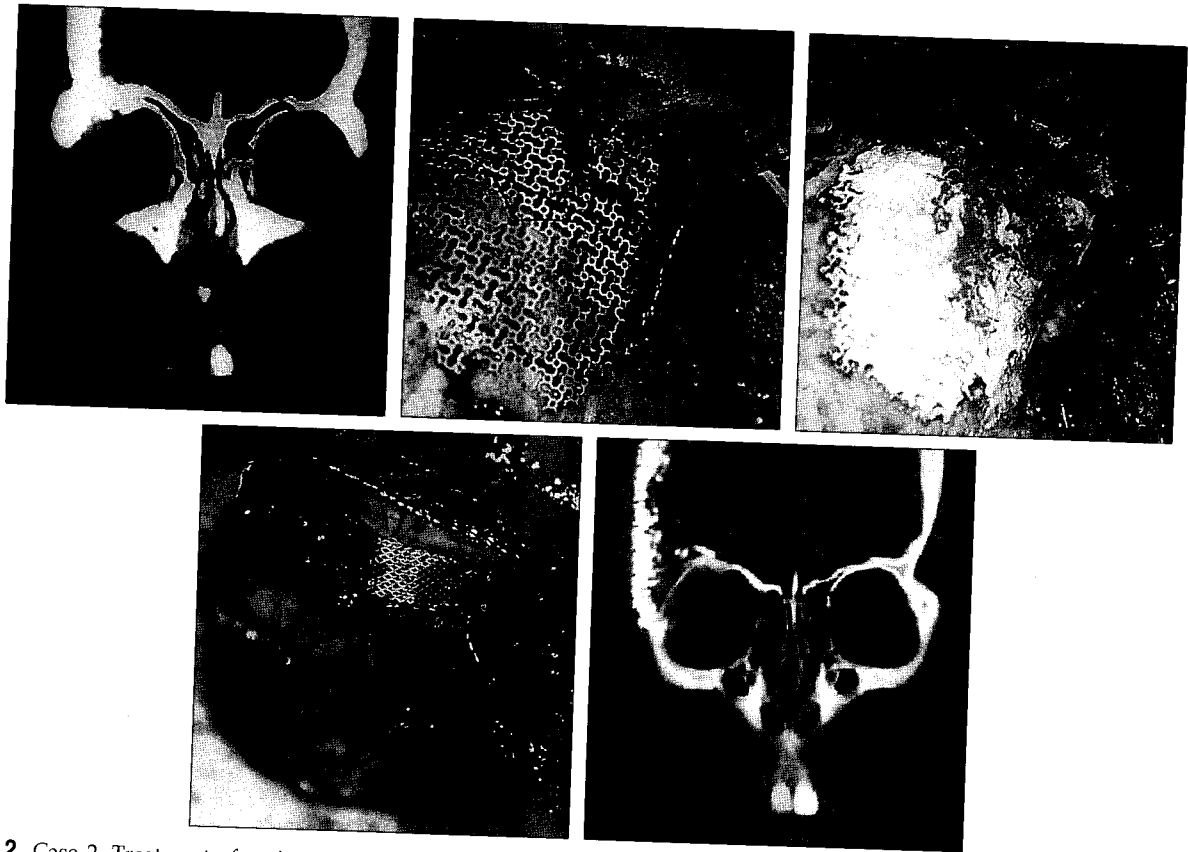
Case 2. Treatment of patient with fronto-parietal skull defect. (Above, left) Preoperative coronal CT scan shows mass invaded Rt. orbit wall and frontal bone and compressed Rt. orbit and Rt. orbital cavity was narrowed. (Above, center) The bony defect of superior orbital wall was reconstructed by MTM which was fixed by titanium screw. (Above, right) Frontal bone defect sized $10 \times 9 \text{ cm}^2$ was reconstructed by Dynamic mesh. (Below, left) Hydroxyapatite(BoneSource[®]) has been applied to titanium mesh scaffold. (Below, right) Postoperative CT scan shows reconstruction of orbital roof and fronto-parietal area.
